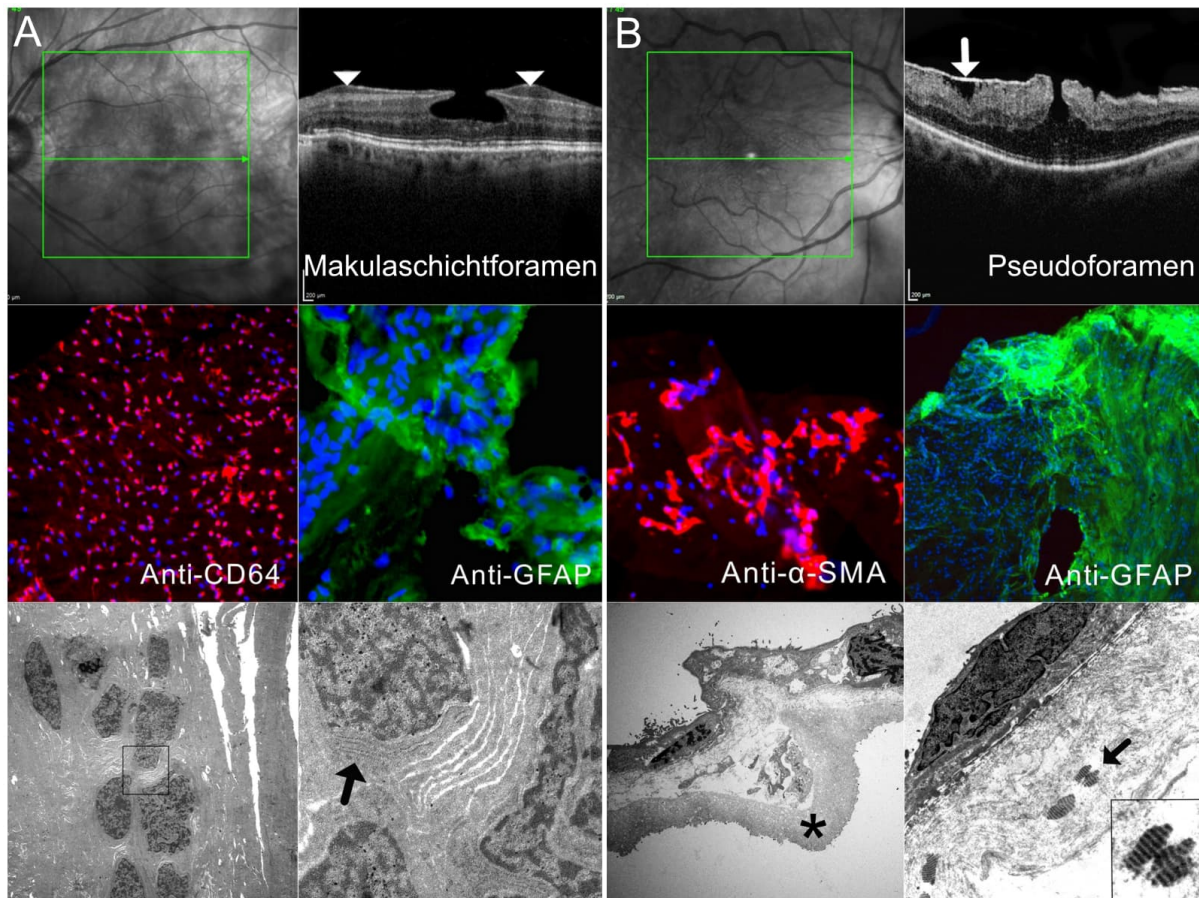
(A) Makulaschichtforamen mit „atypischer Makulaschichtforamen-assoziierten prämakulären Proliferation“ (LHEP): (Oben links, oben rechts) Spektral-Domänen optische Kohärenztomographie Aufnahme einer 70-jährigen weiblichen Patientin mit Makulaschichtforamen und LHEP (Pfeilspitzen); (Mitte links) Positive Immunreaktivität des Hyalozytenmarkers anti-CD64 (rot) in Darstellung mit der Zellkernfärbung 4',6-Diamidino-2-phenylindole (DAPI) (blau); (Mitte rechts) Positive Immunreaktivität des Gliazellmarkers anti-GFAP (grün) in Darstellung mit der DAPI-Zellkernfärbung (blau); (Unten links) Die Transmissionselektronenmikroskopische Aufnahme der LHEP zeigt eine dicht gepackte Zellproliferation von Fibroblasten und Hyalozyten. (Unten rechts) Die Detail-Aufnahme des dargestellten Rechtecks aus der Abbildung unten links zeigt Fibroblasten, welche durch ein reichlich vorhandenes raues endoplasmatisches Retikulum (schwarzer Pfeil) gekennzeichnet sind.
